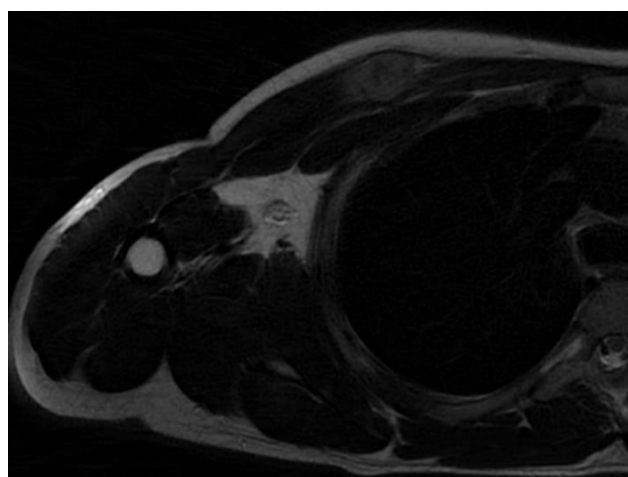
RM secuencia T1 con supresión grasa y administración de contraste intravenoso. Lesión hipercaptante. (Servicio de Radiodiagnóstico. Complejo Asistencial de Zamora)
